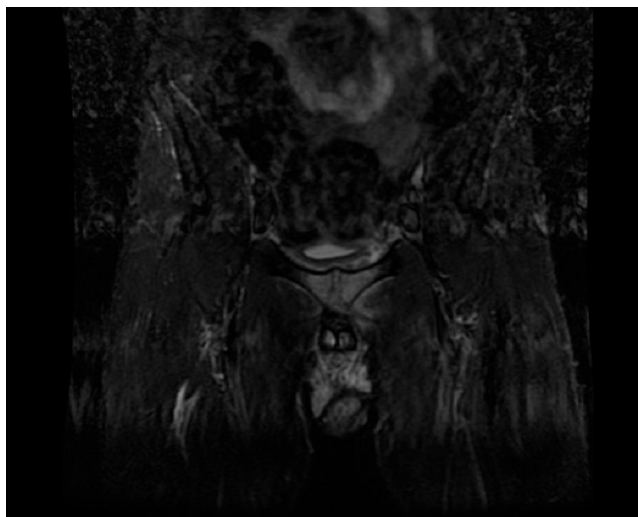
Resonancia magnética nuclear pélvica: artritis de la sínfisis pubiana con extenso edema óseo y de tejidos circundantes.
